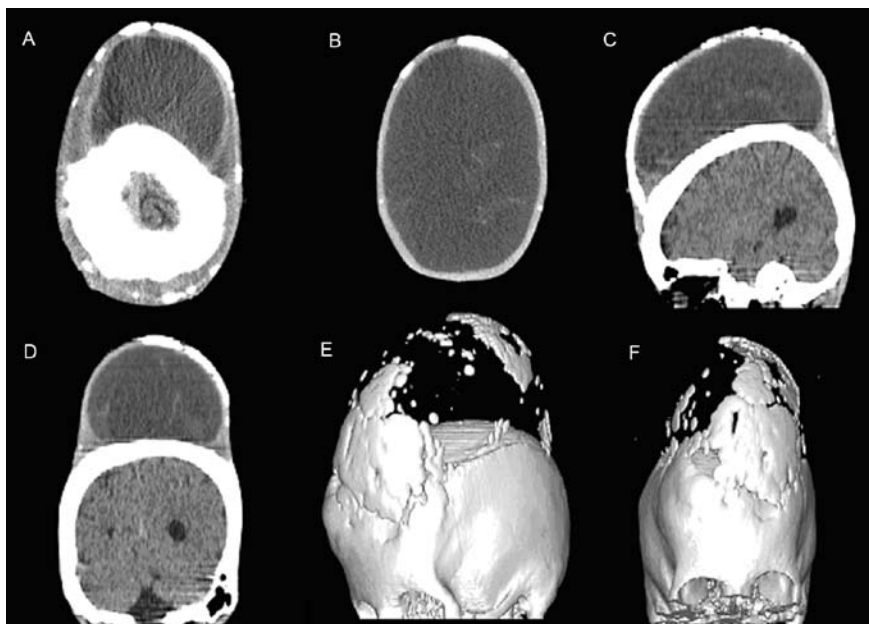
Tomografia de crânio pré-operatória, realizada cerca de um ano após a ressonância: (A) e (B) cortes axiais; (C) corte sagital; (D) corte coronal; (E) e (F) reconstrução.
